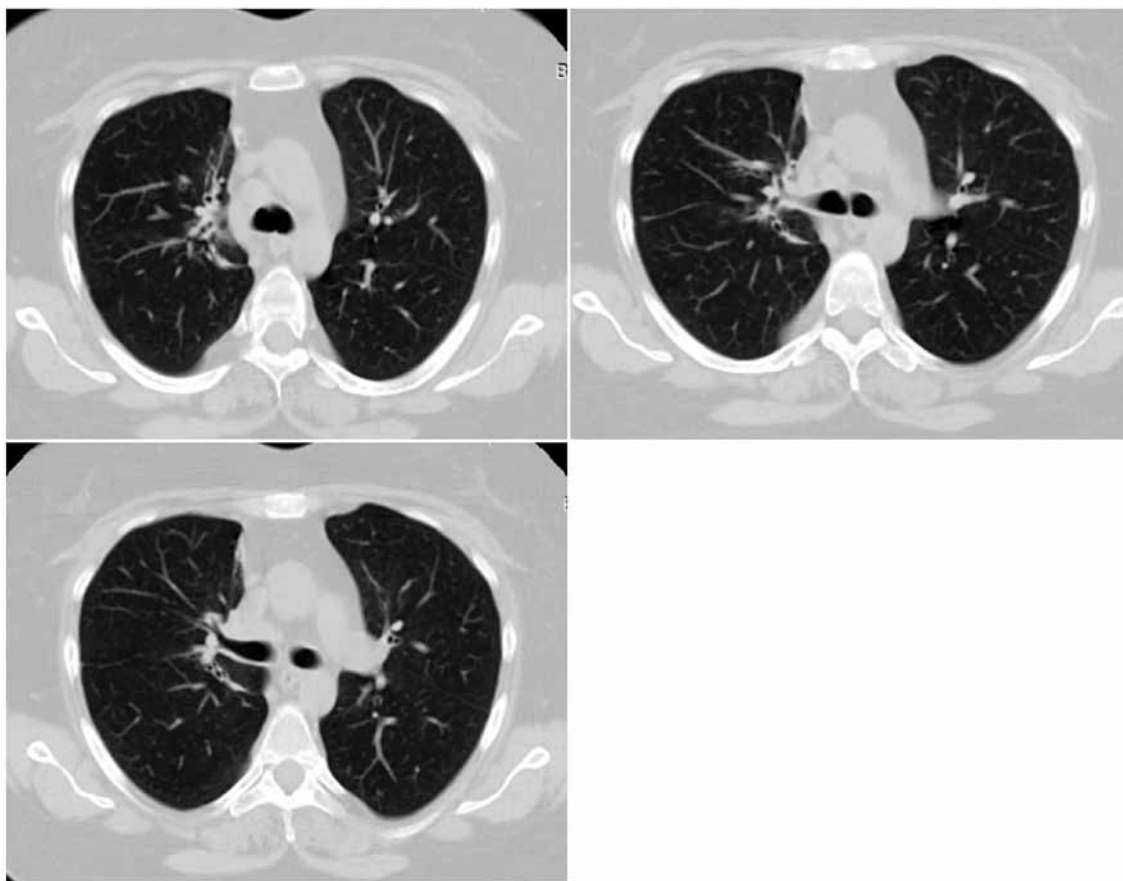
КТ ОГК больной Р. от 28.01.2016 г. – в S_2 верхней доли правого легкого сохраняются участки пневмоцироза, чередующиеся с расширенными бронхами
